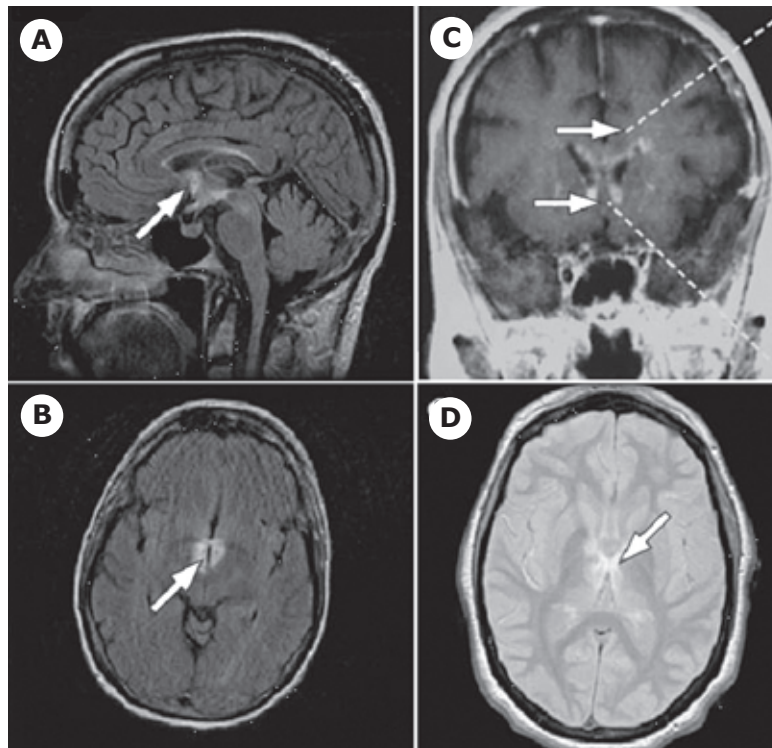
Lesiones cerebrales observadas en resonancia magnética correspondientes a zonas de alta densidad de AQP-4.
